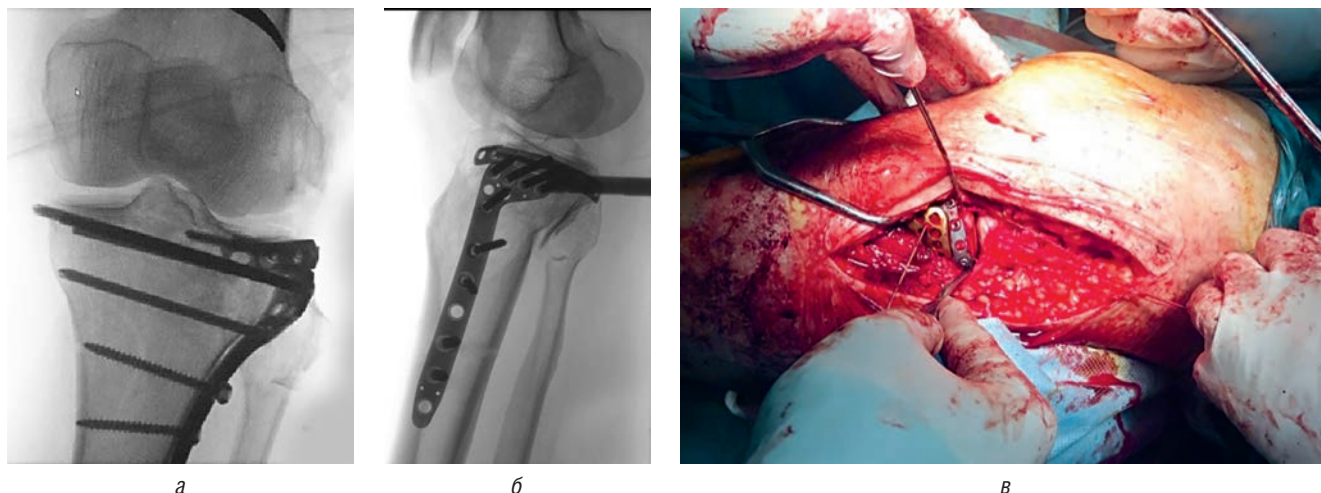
ЭОП рентгенограммы в прямой и боковой проекциях (а, б), вид операционной раны после завершения имплантации пластин. Вид операционной раны после фиксации циркулярно уложенной третьетрубчатой пластиной заднелатерального и переднелатерального фрагментов (в)
